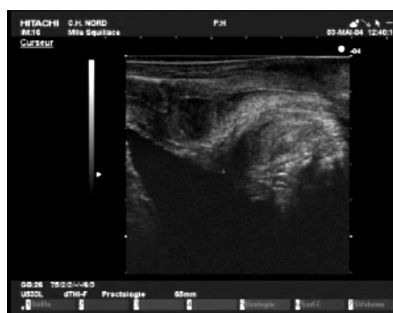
Image d'échographie endo-anale (sonde linéaire)
